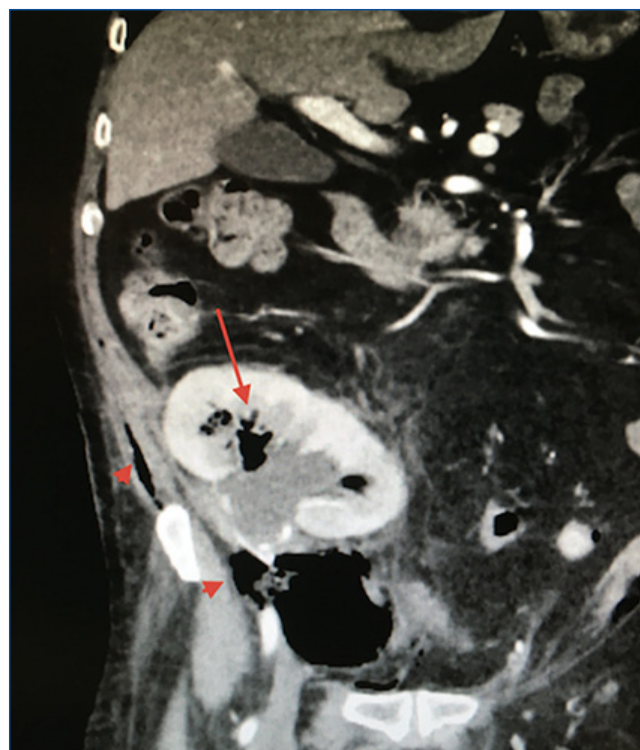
TC abdominal con contraste en la que se puede apreciar la presencia de burbujas de aire en el parénquima renal, en el interior de la vía intrarrenal y en la vejiga. El enfisema se extiende hacia la pared muscular abdominal y el tejido celular subcutáneo anterior al pubis.
